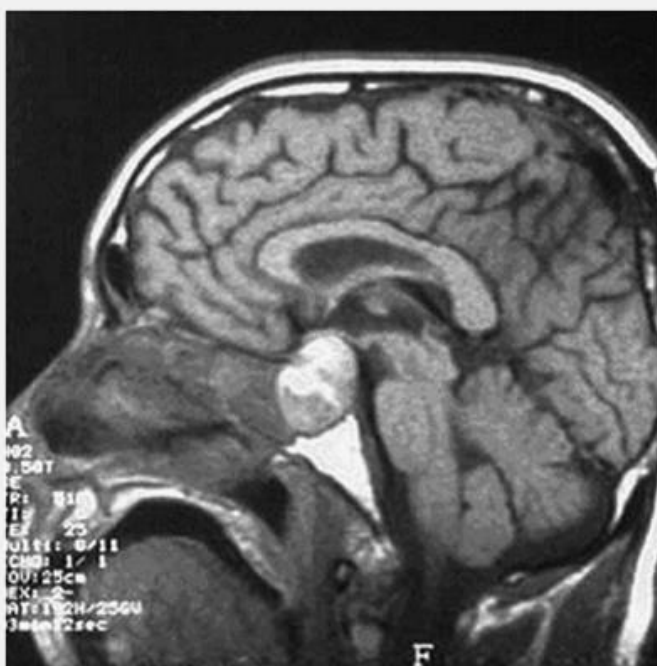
MRI of the brain showing hemorrhage into a pituitary adenoma (*arrow*). Unenhanced sagittal T1-weighted MRI demonstrating heterogeneous areas of high-intensity signals mixed with regions of lower signals, indicating subacute hemorrhage within a pituitary lesion. Reproduced from Verrees, M, Arafah B, Selman W. Pituitary tumor apoplexy: characteristics, treatment and outcomes. *Neurosurg Focus*. 2004;16(4) E6.
